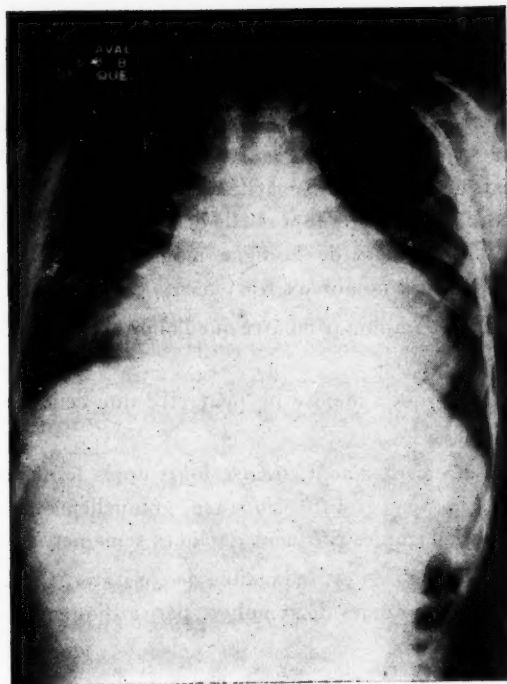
Observation I. — J. R. Radiographie montrant l'agrandissement marqué de tous les contours de l'ombre cardiaque. Des opacités sont visibles au tiers inférieur de la plage pulmonaire droite.
